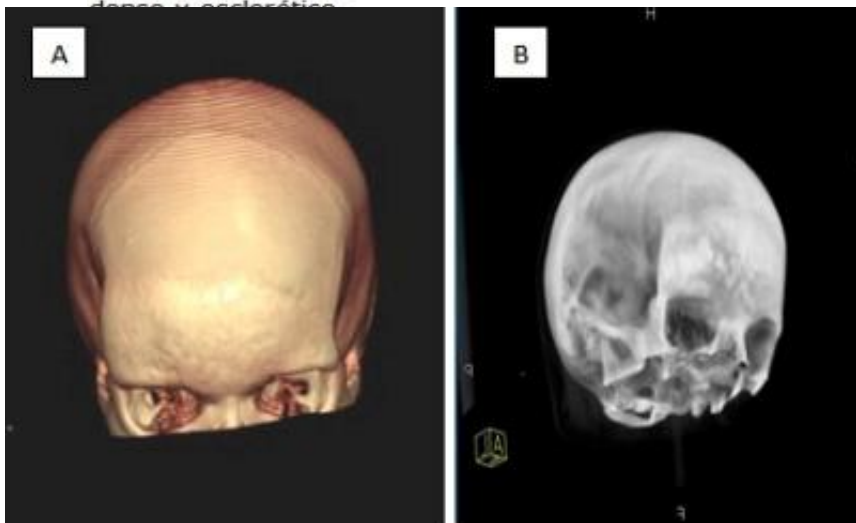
A y B. Tomografía axial computarizada en reconstrucción tridimensional donde se observa la asimetría de la región frontal por el engrosamiento difuso del hueso.
